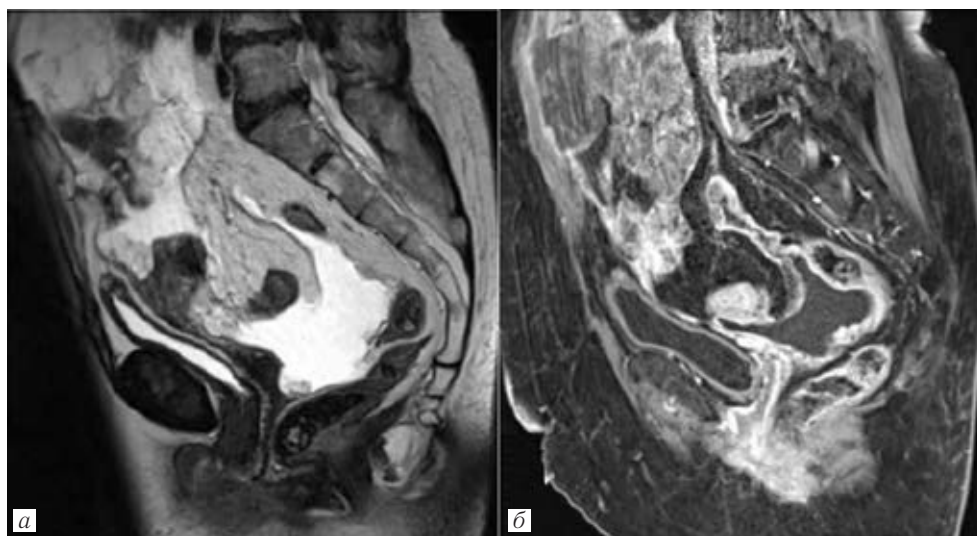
Магнитно-резонансная томография малого таза, сагиттальная проекция: *a* — T2-ВИ. В полости малого таза определяется свободная жидкость, другие патологические изменения убедительно не визуализируются; *б* — T1-ВИ с контрастированием. Отмечается интенсивное накопление контрастного препарата тазовой брюшиной — карциноматоз
